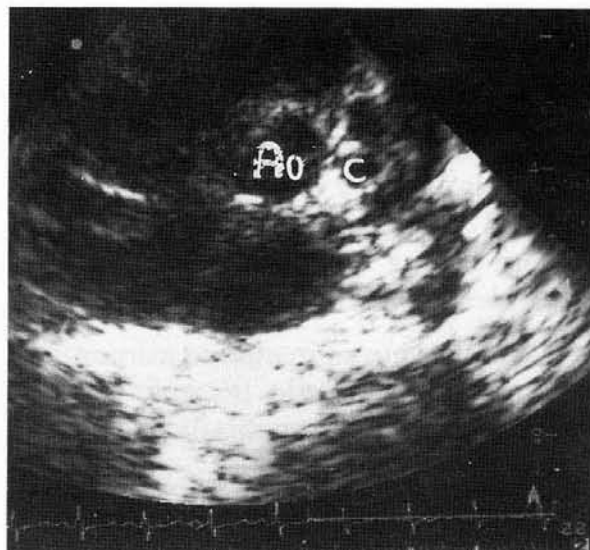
Ecocardiografía en eje corto de arterias. Se aprecia la dilatación coronaria izquierda (C) en la proximidad de su origen aórtico (AO).
